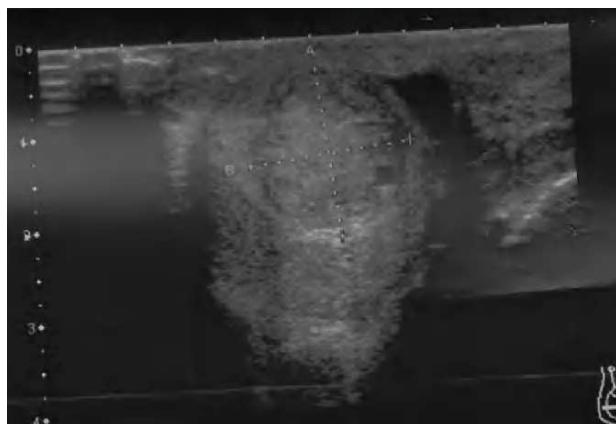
Ecografia no testículo direito: 3 formações nodulares a maior com 25 mm.
